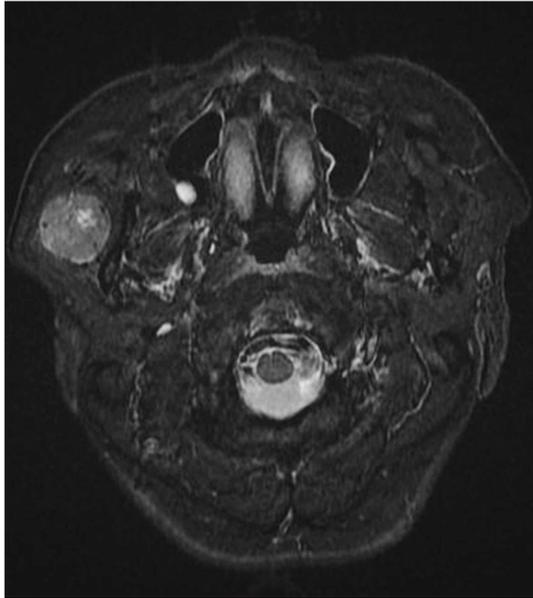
Preoperative MRI findings : Axial view shows well circumscribed, ovoid shaped, solid mass in anterior aspect of Rt. Parotid gland, about 3.1 cm, ingrowing masseter muscle without definite muscular invasion. T2 weighted image shows heterogenous high signal with heterogenous enhancement.
